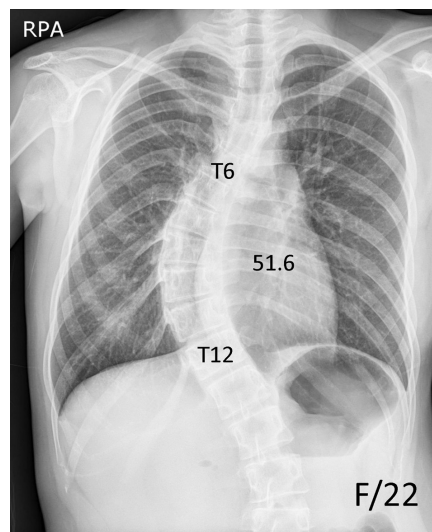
A 22-year-old woman presented with thoracic scoliosis with a Cobb angle of 51.6° from T6 to T12 on her chest radiograph.
